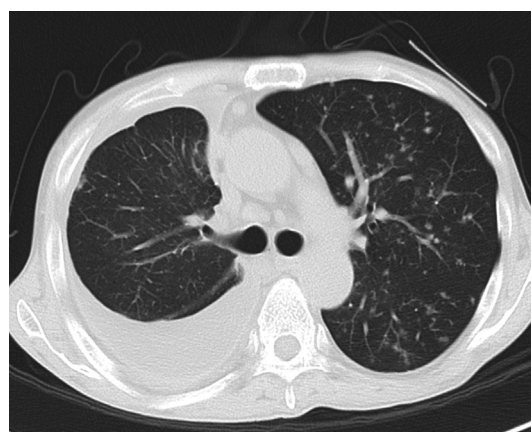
Computed tomography scan obtained at the time of diagnosis showing pleural effusion and miliary shadows.
